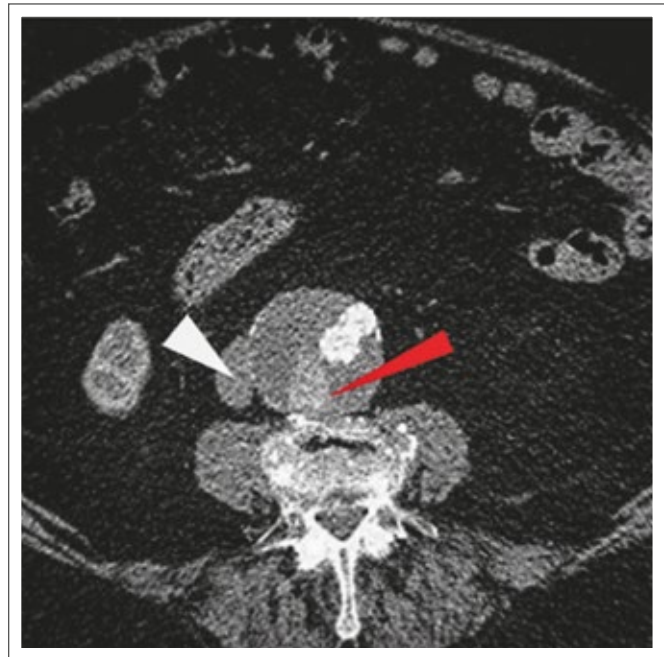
CTA, axiale Schnittebene. Sekundäres Endoleak Typ IIA (roter Pfeil) dorsal im Aneurysmasack gelegen. Der Verdacht einer iliolumbalen Re-zirkulation konnte mittels Angiographie nicht nachgewiesen werden. Enge räumliche Beziehung des Aneurysmas zur Vena cava inferior (weißer Pfeil), sodass eine transkavale Embolisation in Erwägung gezogen werden kann.
